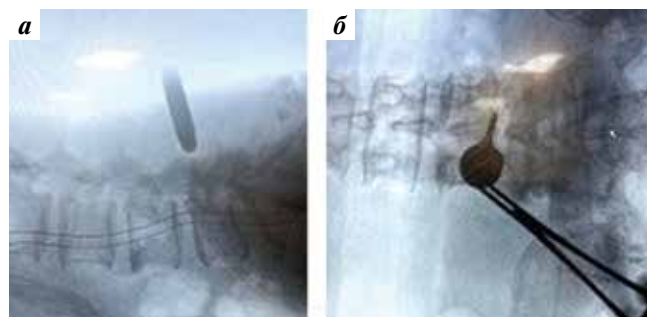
Рентгенологический контроль установки эндоскопического порта на уровне L_4-L_5 : боковая (а) и фронтальная (б) проекции
